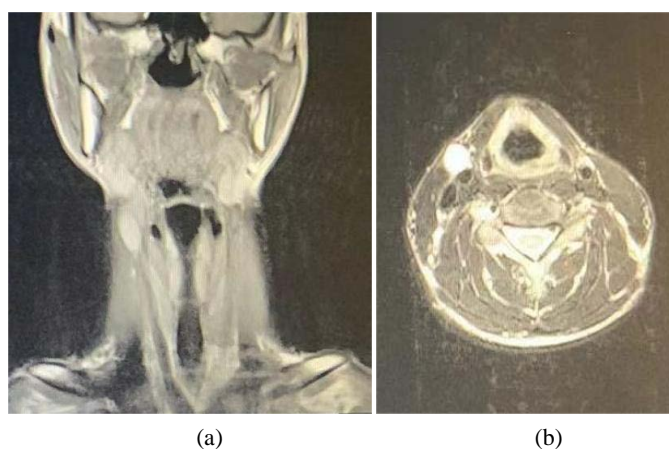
(a), (b) Cervical MRI: abnormal mass signals were found subcutaneously on the right neck, with equal or slightly high signal on T1WI and slightly high or hypersignal on T2WI. The size was about $3.6 \times 1.4 \times 0.6$ cm, and the boundary was still clear
